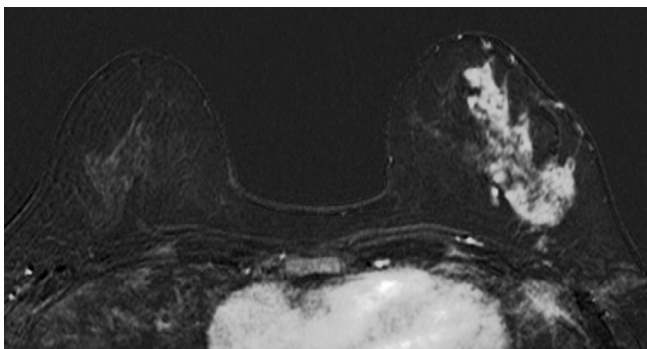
A 42-year-old woman with left breast cancer who underwent a preoperative breast MRI during the second week of her menstrual cycle. The first subtraction axial image shows minimal background parenchymal enhancement at her right breast.
